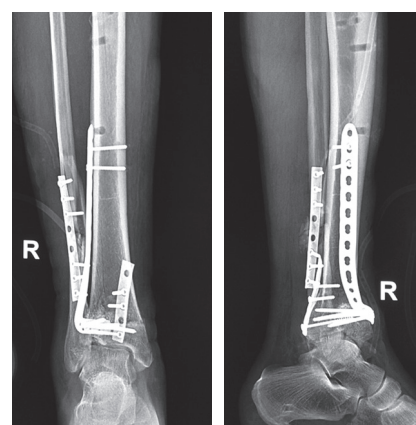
Рентгенограммы после остеосинтеза дистальных метаэпифизов костей правой голени
